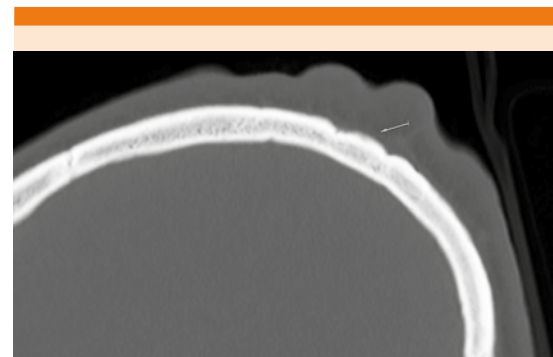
Imagen de TAC con lobulaciones de la cortical de la calota craneal coincidiendo con los pliegues cutáneos, con neoformación ósea adyacente al periostio (periostosis).
